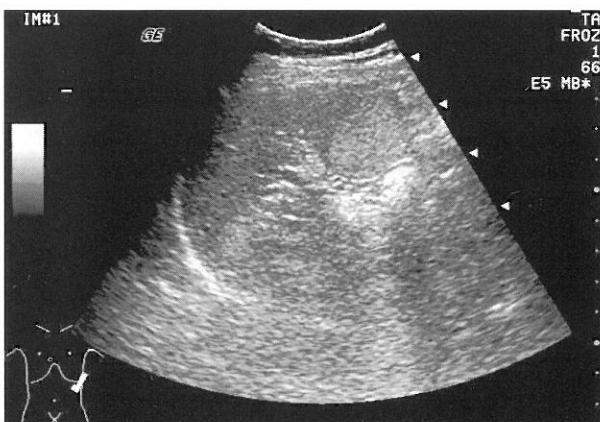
脾血管腫 脾内に境界明瞭な高エコーを呈する腫瘍を認める。
